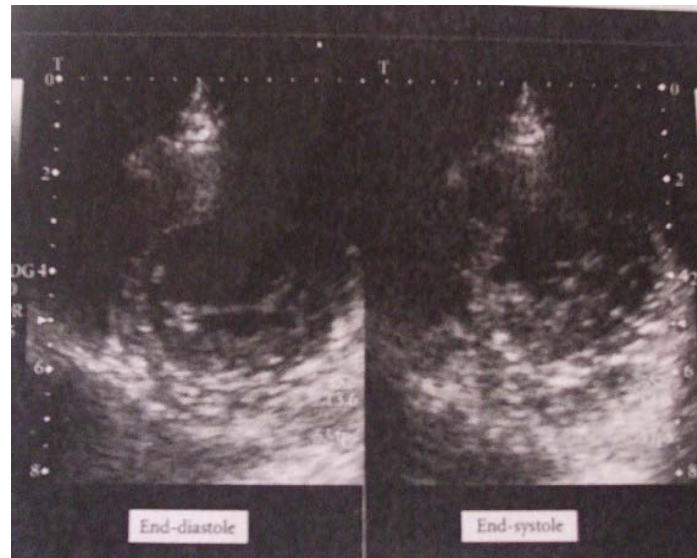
ecocardiograma donde esta la vista de eje corto que muestra los segmentos apicales del ventrículo izquierdo durante el término de la sístole y el término de la diástole ²²
